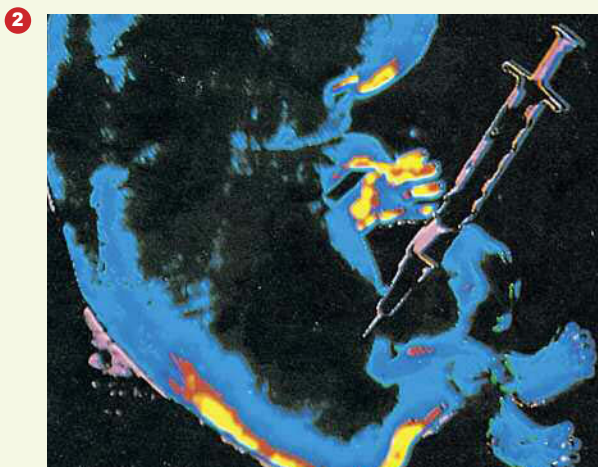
Mediante l'ecografia è possibile controllare l'operazione di prelievo di un campione di liquido amniotico o di villi coriali.
